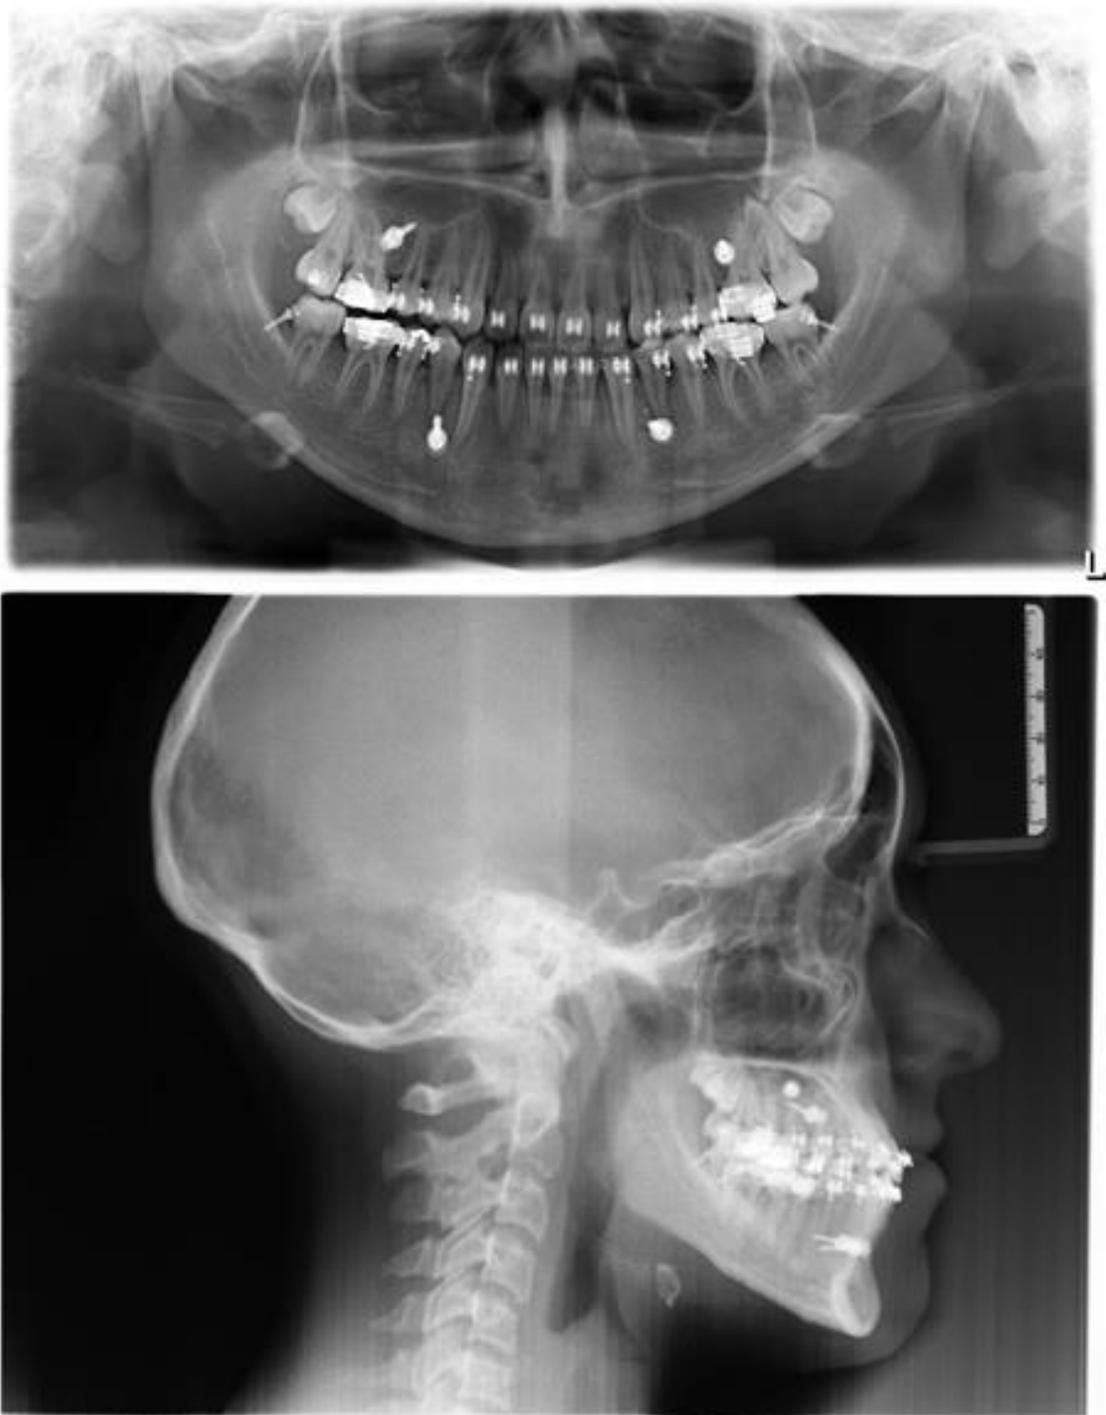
Ortopantomografía de control, Radiografía Lateral de cráneo (fuente propia).
